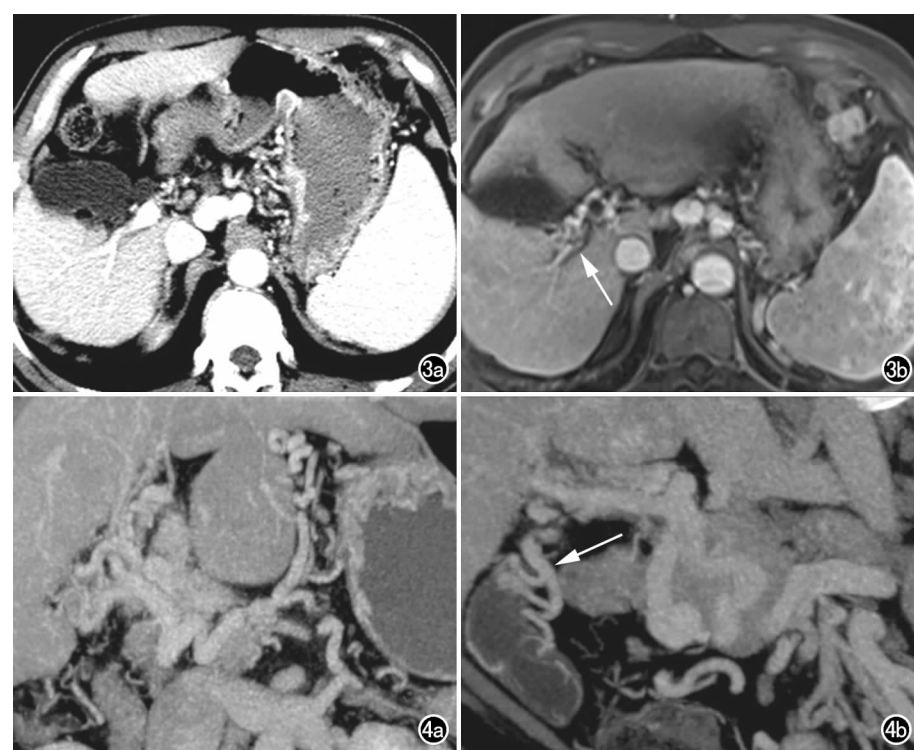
男, 56 岁, 乙型肝炎肝硬化。a) CT 增强扫描门脉高压, 肝内胆管未见明显扩张; b) 1 年后 MRI 增强扫描静脉期示门脉海绵状变性, 肝内胆管扩张(箭)。
